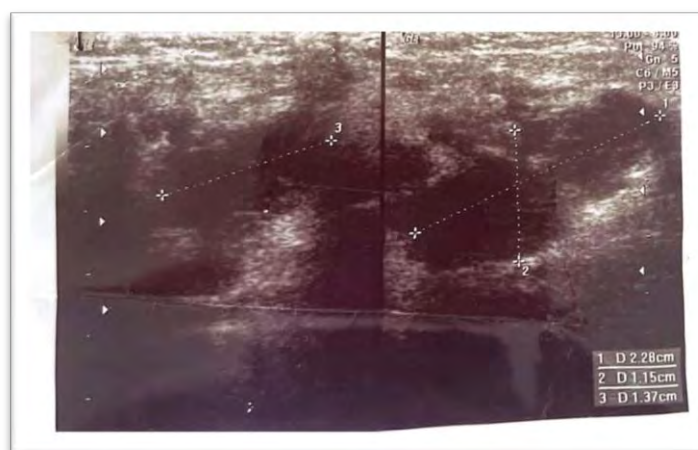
Ecografía Pre-quirúrgica Tejidos Blandos.
